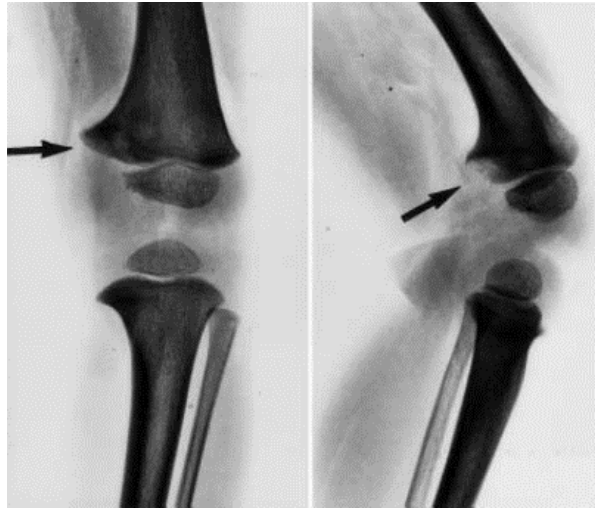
Röntgenbilder eines dreijährigen Jungen a.-p. (links) und seitlich (rechts) zeigen eine Knochennekrose hier im Bereich der medialen Femurkondyle (Morbus Blount) (Hefti 2000)
